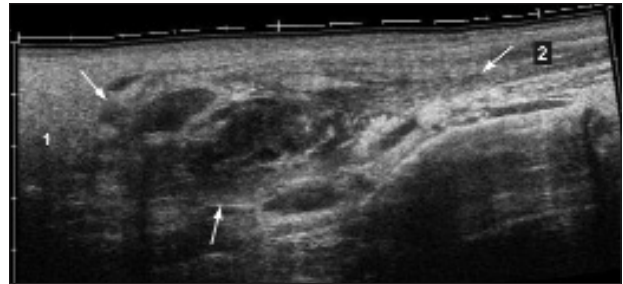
Rak zatoki szczękowej jako przykład zmiany ogniskowej (strzałki) o obrazie USG charakterystycznym dla nisko zróżnicowanych nowotworów złośliwych: kształt nieregularny z wypustkami, nierówne, odcinkowo zatarte granice, niejednorodna echogeniczność; groty strzałek wskazują na nierówną powierzchnię kości szczęki.
